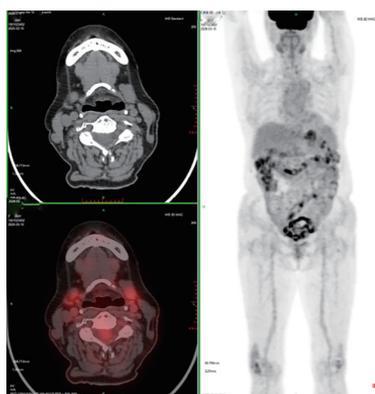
CAR-T 细胞回输后 PET-CT 图像
